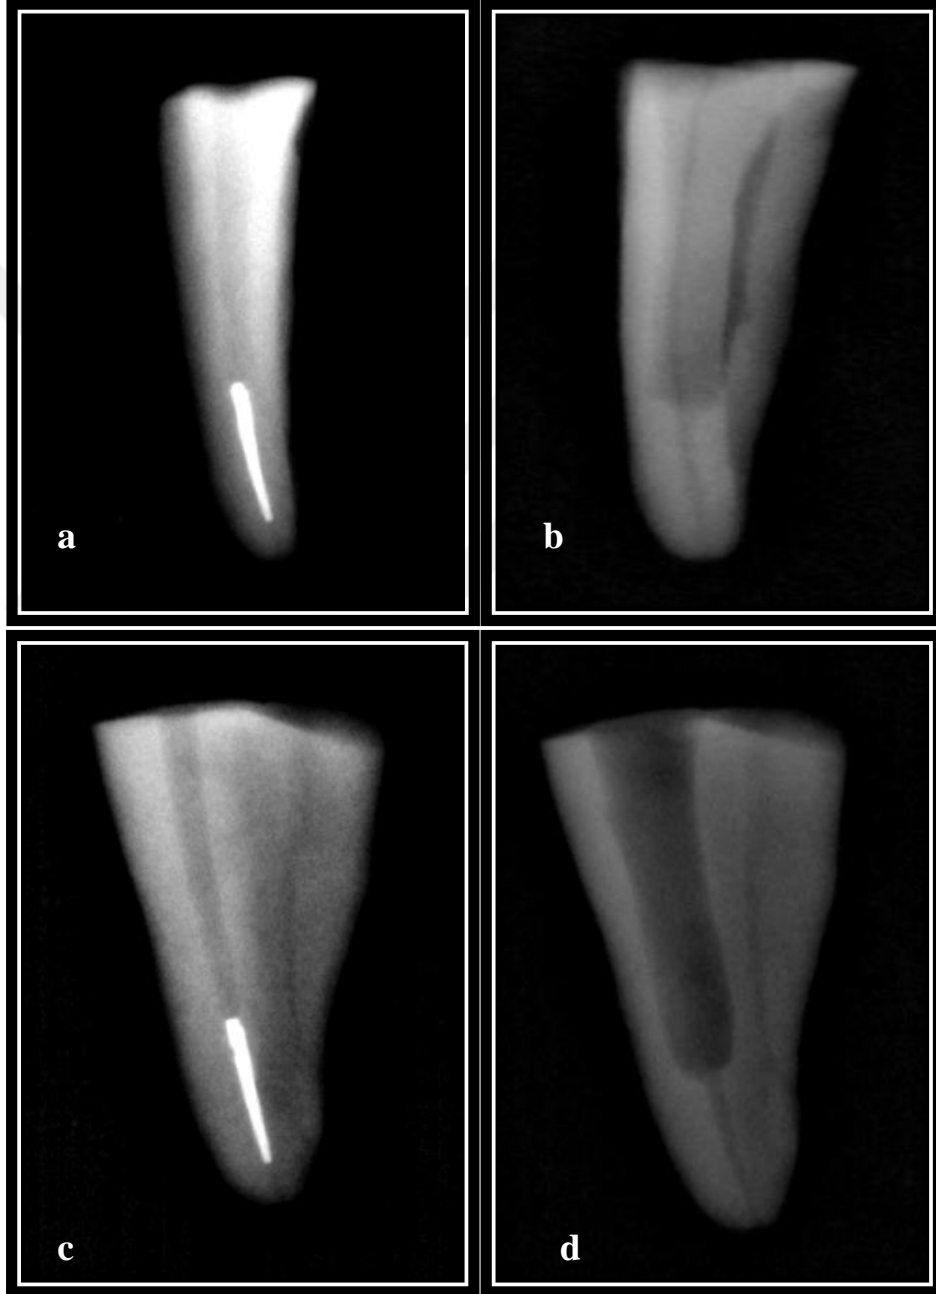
(a ve c) Apikal üçlüde kırık alet, (b ve d) Kırık aletin ultrasonik ile çıkarıldıktan sonraki görüntüsü
